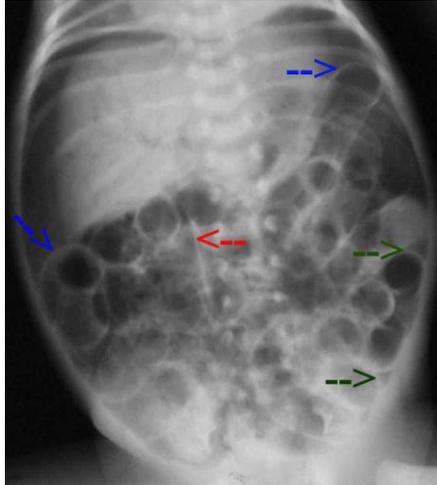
Radiografía abdominal en proyección anteroposterior en la que se visualiza un patrón poliédrico con neumatosis líneal en el espacio interesesa
